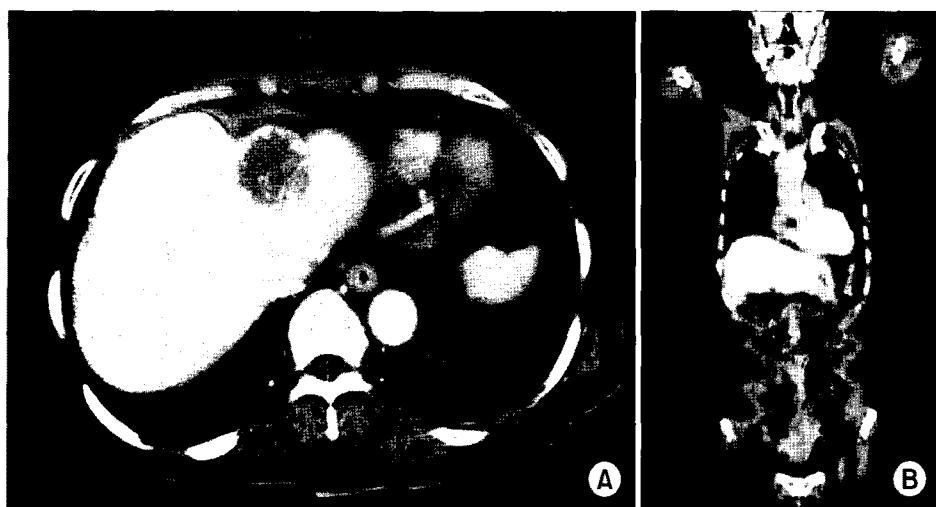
(A) Follow up abdominal CT scan showed dense peripheral enhancing mass in the liver. (B) PET-CT showed inhomogenous hepatic masses with increased FDG uptake.
